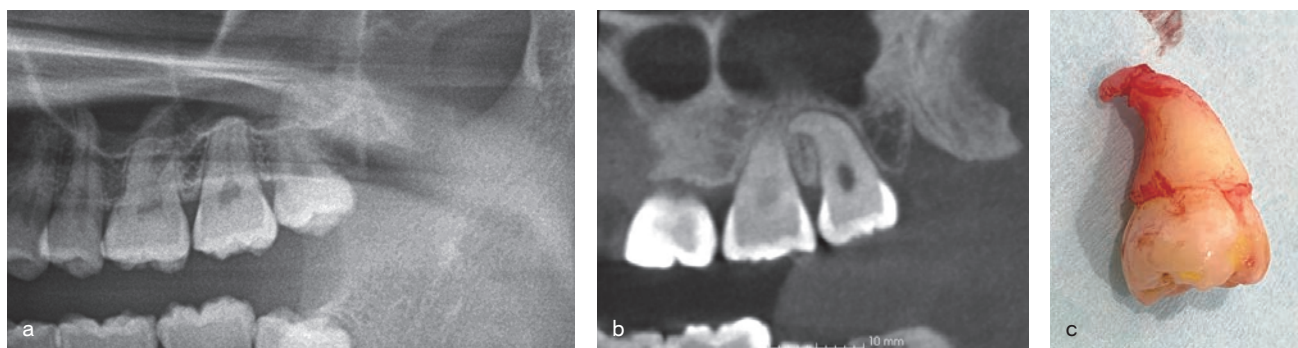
a～c 根が近心に湾曲した[8]。a：パノラマエックス線画像。b：CT。c：抜去歯。近心から遠心方向に力を入れると容易に根が折れるか、抜歯に苦慮する可能性があり、頬側からゆっくりと、かつ遠心から力を加えて慎重に抜歯した。
